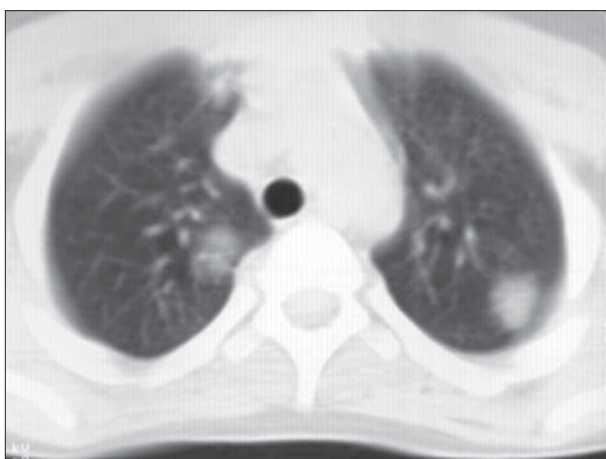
Metastaze pulmonare de nefroblastom. CT de torace. Noduli pulmonari localizați în lobii superiori.
